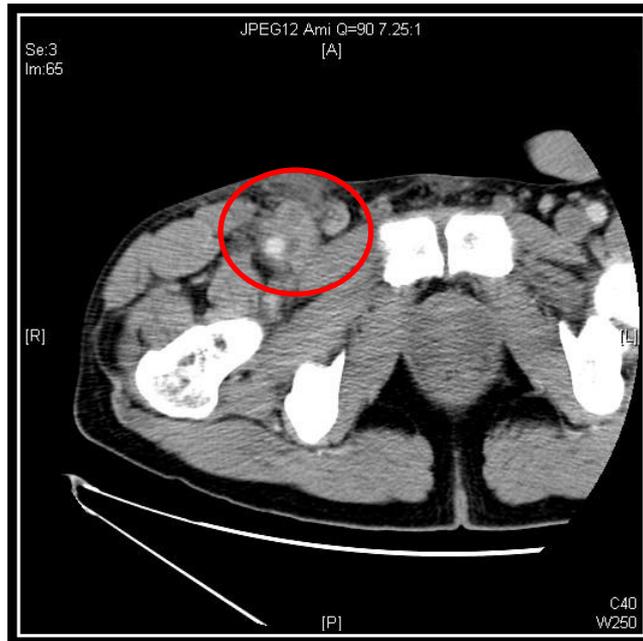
Computertomografische Angiografie, Axialschnitt: Inguinaler Abszess rechts bis an die Arteria femoralis communis reichend
